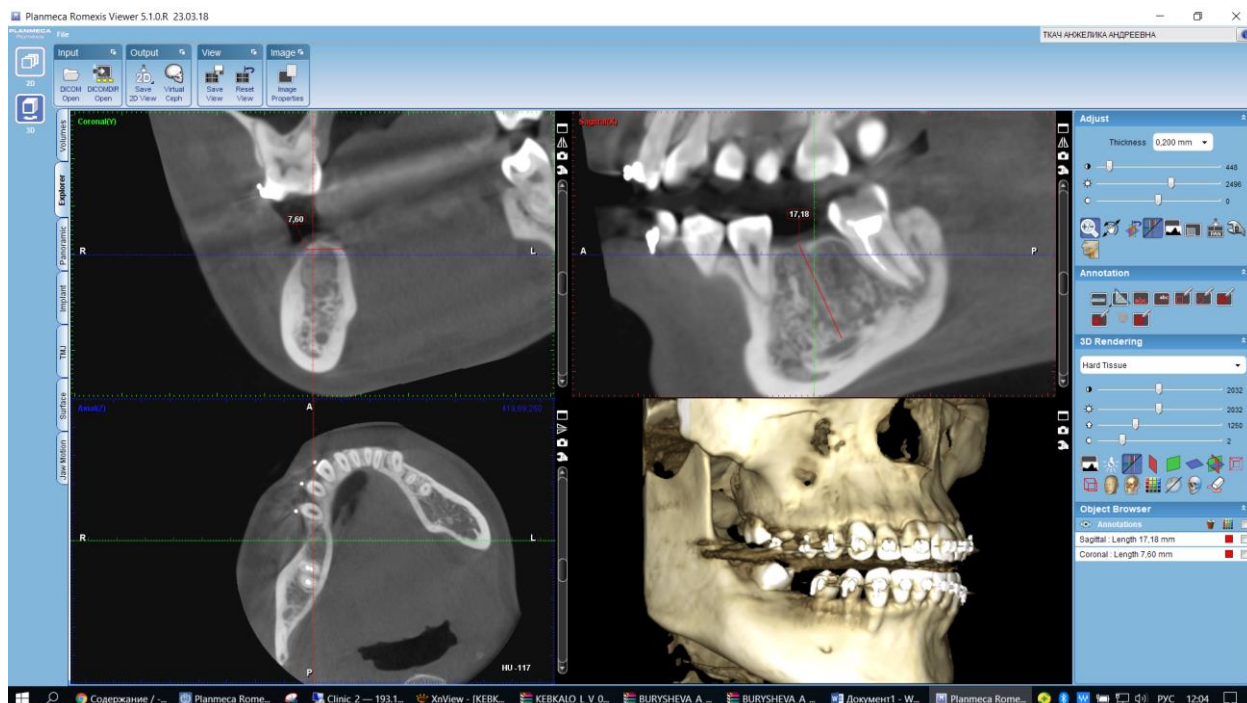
Комп'ютерна томограма пацієнтки К. 1992 р.н. Вивчення можливості встановлення дентального імплантату в ділянку дефекту зубного ряду нижньої щелепи.
